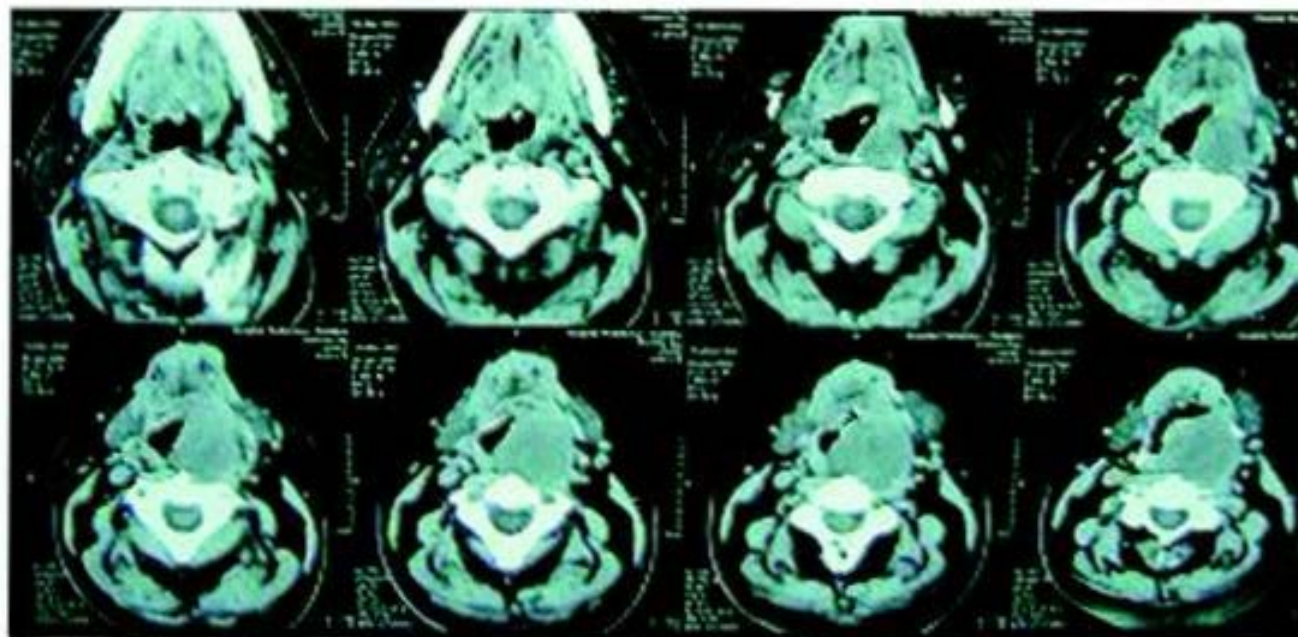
TAC DA FARINGE - SEQUÊNCIA DE CORTES AXIAIS
